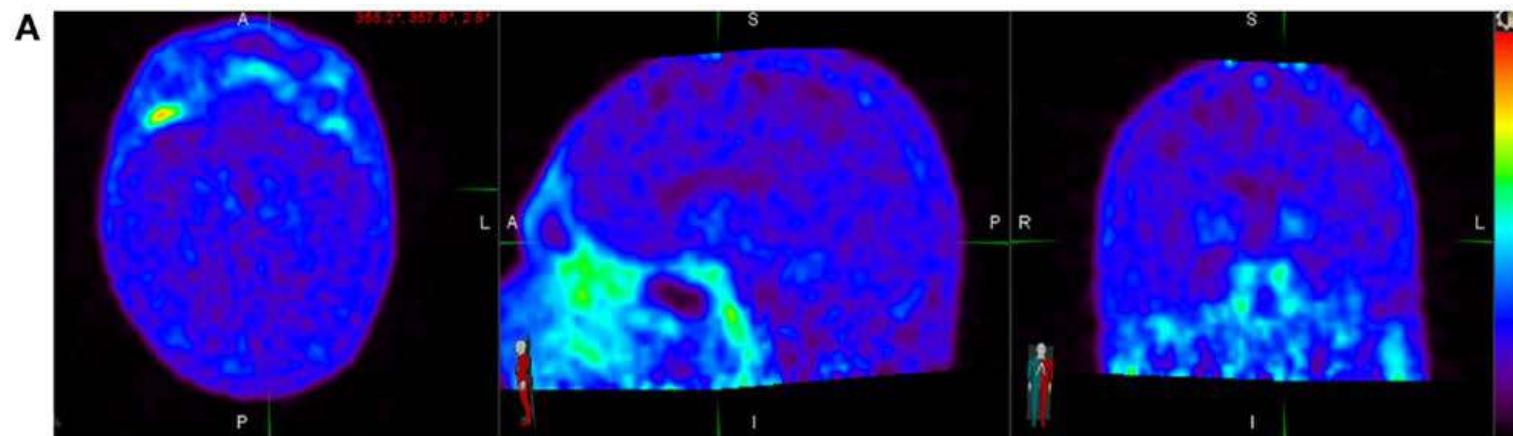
PIB-PET of control, MCI, and mild AD individuals. The control shows negative PIB-PET with non-specific white matter retention but no cortical retention. The MCI image shows positive results with both white matter and cortical retention. The mild AD image shows typical positive PIB-PET with significant cortical retention in the prefrontal, posterior cingulate, and parieto-occipital cortices. AD = Alzheimer disease; MCI = mild cognitive impairment; PET = positron emission tomography; PIB = Pittsburgh Compound B.
